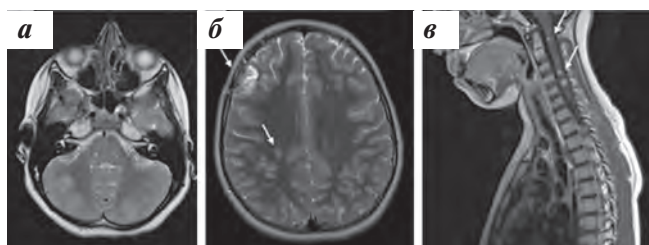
МРТ головного и спинного мозга до начала лечения. На аксиальных проекциях в режиме Т2-взвешенных изображений (ВИ) (а, б) наблюдаются множественные очаги гиперинтенсивного МР-сигнала в веществе больших полушарий головного мозга и мозжечке. В сагиттальной проекции в режиме Т1-ВИ (в) с контрастным усилением — очаговые изменения МР-сигнала на уровне С1, С4–С5, характерные для ЮКГ
